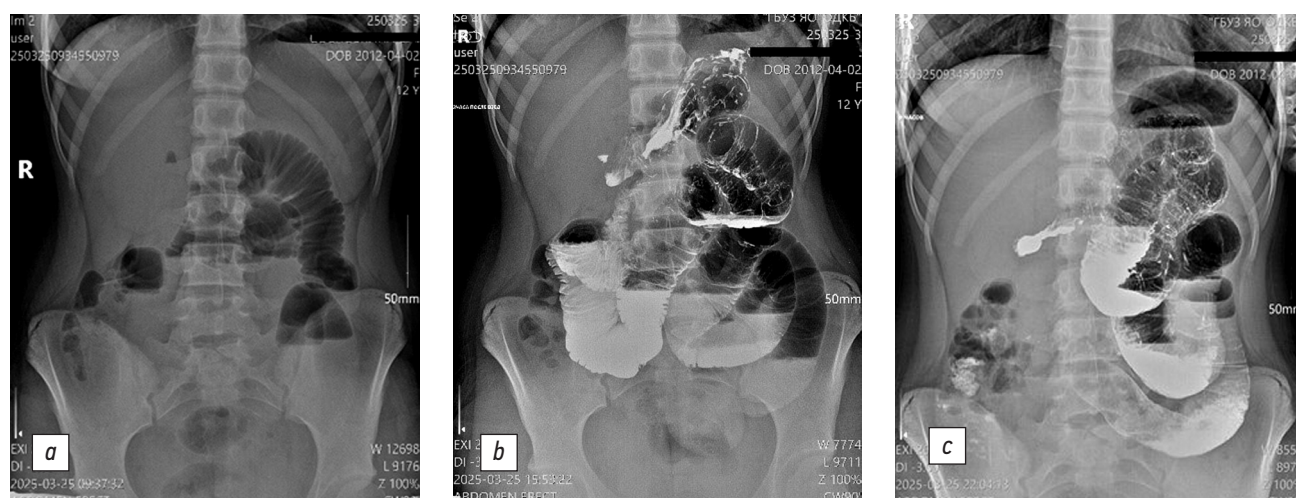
Обзорная рентгенография органов брюшной полости в вертикальном положении пациента: *a* — при поступлении; *b* — через 6 часов после энтерального введения бариевой взвеси; *c* — через 12 часов после энтерального введения бариевой взвеси.
